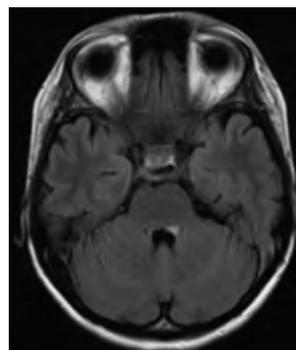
МРТ пациентки в режиме FLAIR.
